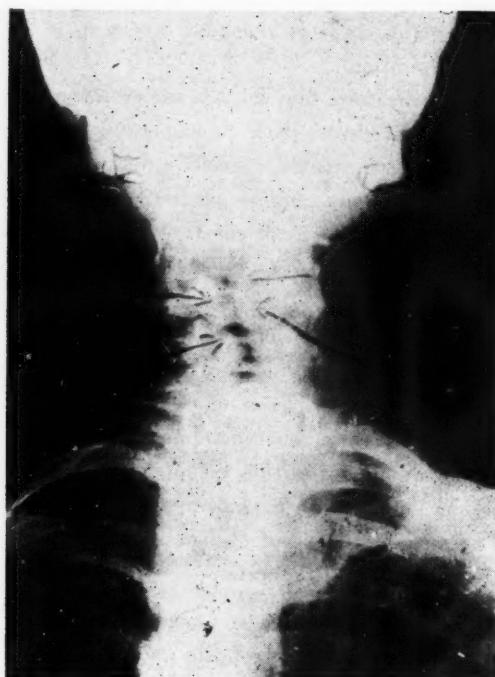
Radiographie de la région cervicale.
